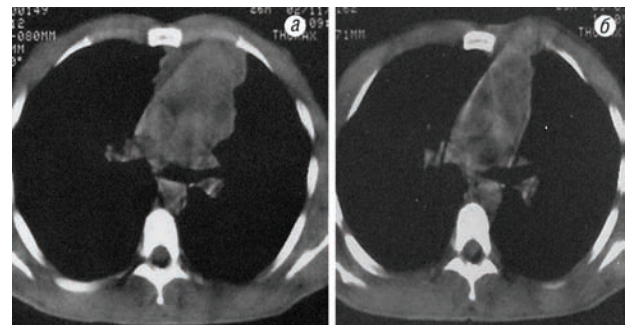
КТ больного раком вилочковой железы до (а) и после (б) ВАПХТ
